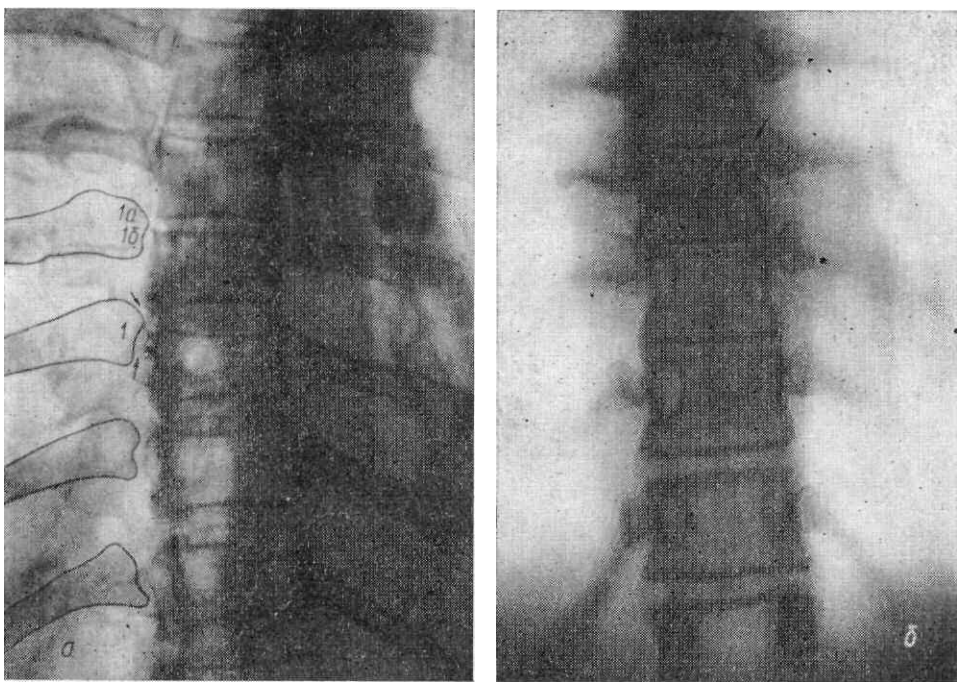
Прицельная рентгенограмма суставов головок ребер в косой задней проекции (а) и томограмма в прямой задней проекции (б).
